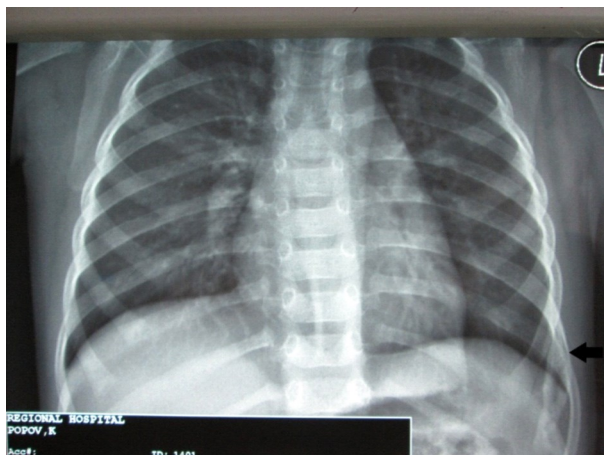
Обзорная рентгенограмма больного П.
